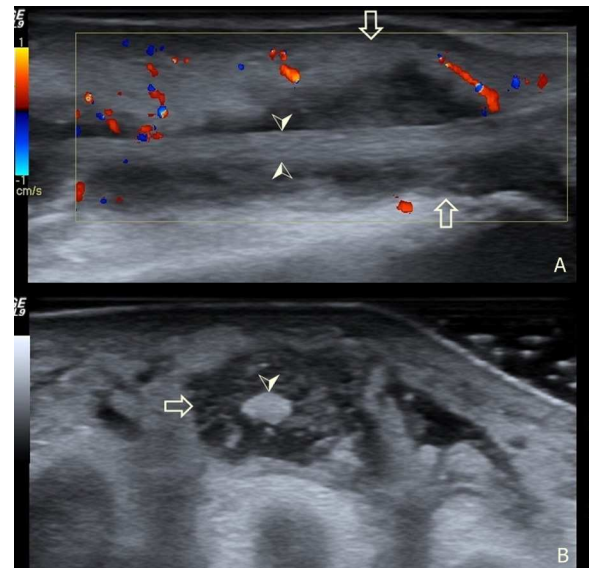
Ecografía de la región dorsal del pie izquierdo. A: corte longitudinal del extensor del tercer dedo. B: corte transversal del mismo tendón. Flecha hueca: límites de la vaina del tendón. Cabeza de flecha: límites del tendón dentro de la vaina.
